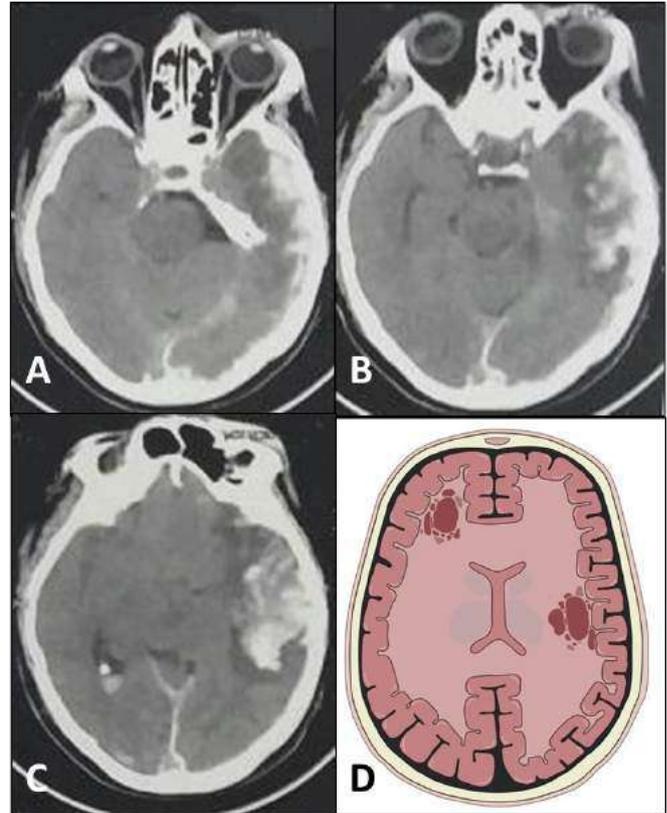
A, B, C. Cortes axiais de TC de crânio evidenciando contusão cerebral temporal E, caracterizada por áreas de hiperatenuação, caracterizando a hemorragia, rodeadas de parênquima e áreas de hipodensidade, caracterizando o edema secundário. D. Representação esquemática da contusão cerebral.
